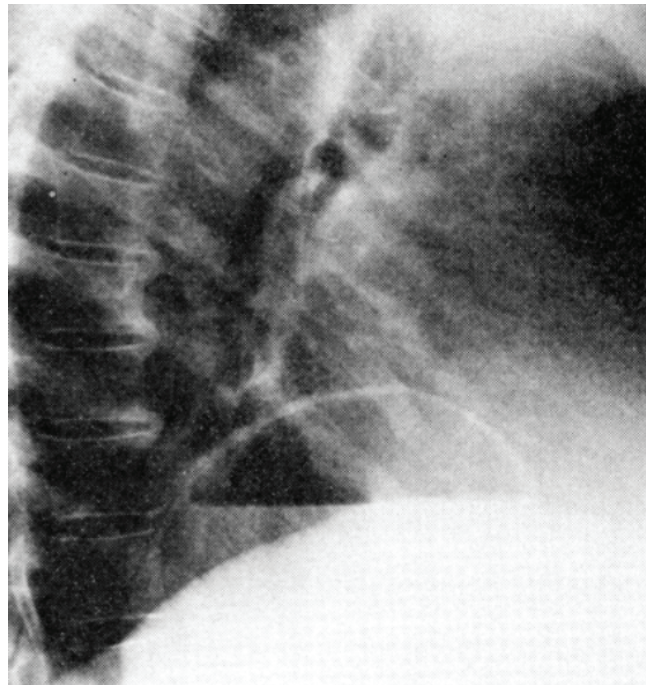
Radiografía lateral de tórax con el estómago herniado en un paciente de 52 años con una hernia diafragmática traumática de cuatro meses de evolución, en la que se puede apreciar el clásico signo del “doble halo” que asemeja un diafragma anormalmente elevado.
